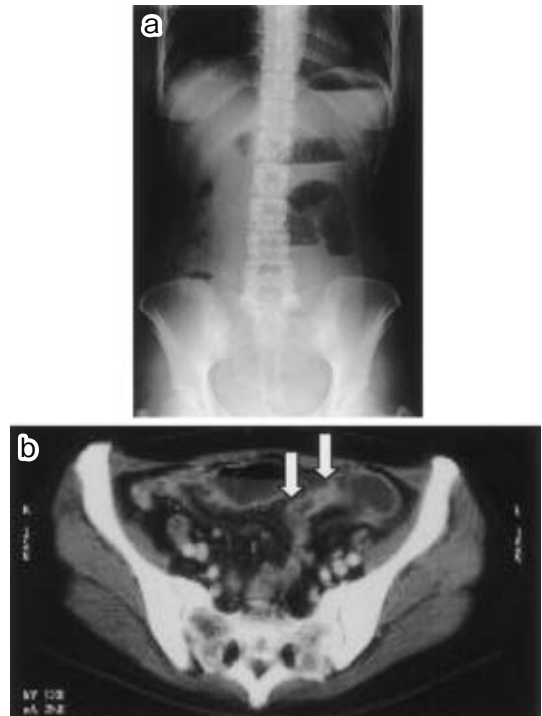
Intestinal radiography. The presence of a stricture lesion was observed on small intestine by gastrographine study (white arrows).
